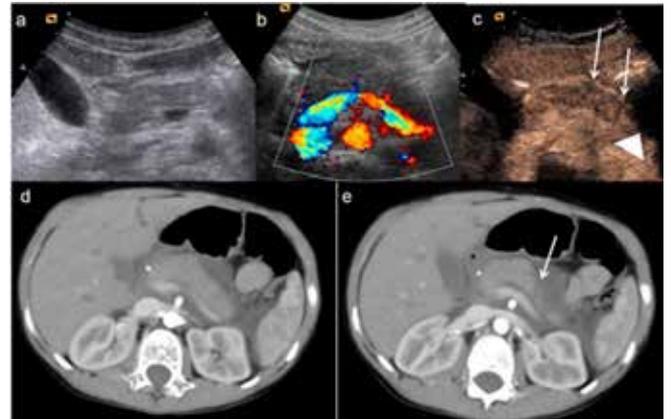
Trauma pancreático en un niño. Las imágenes “a”, “b” y “c” son de ecografía, las imágenes “d” y “e” son de tomografía computarizada¹¹.
